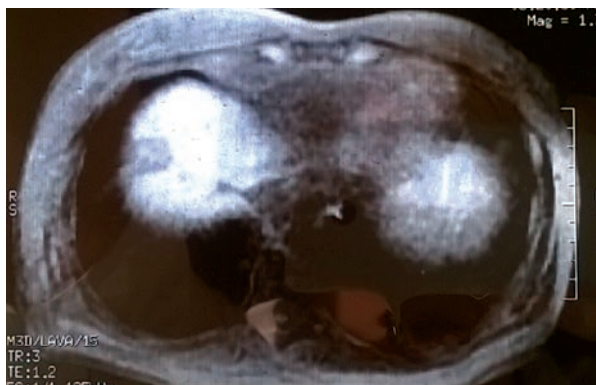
МРТ печени от 15.12.2014 г.: в 8 сегменте печени метастаз 28 мм
